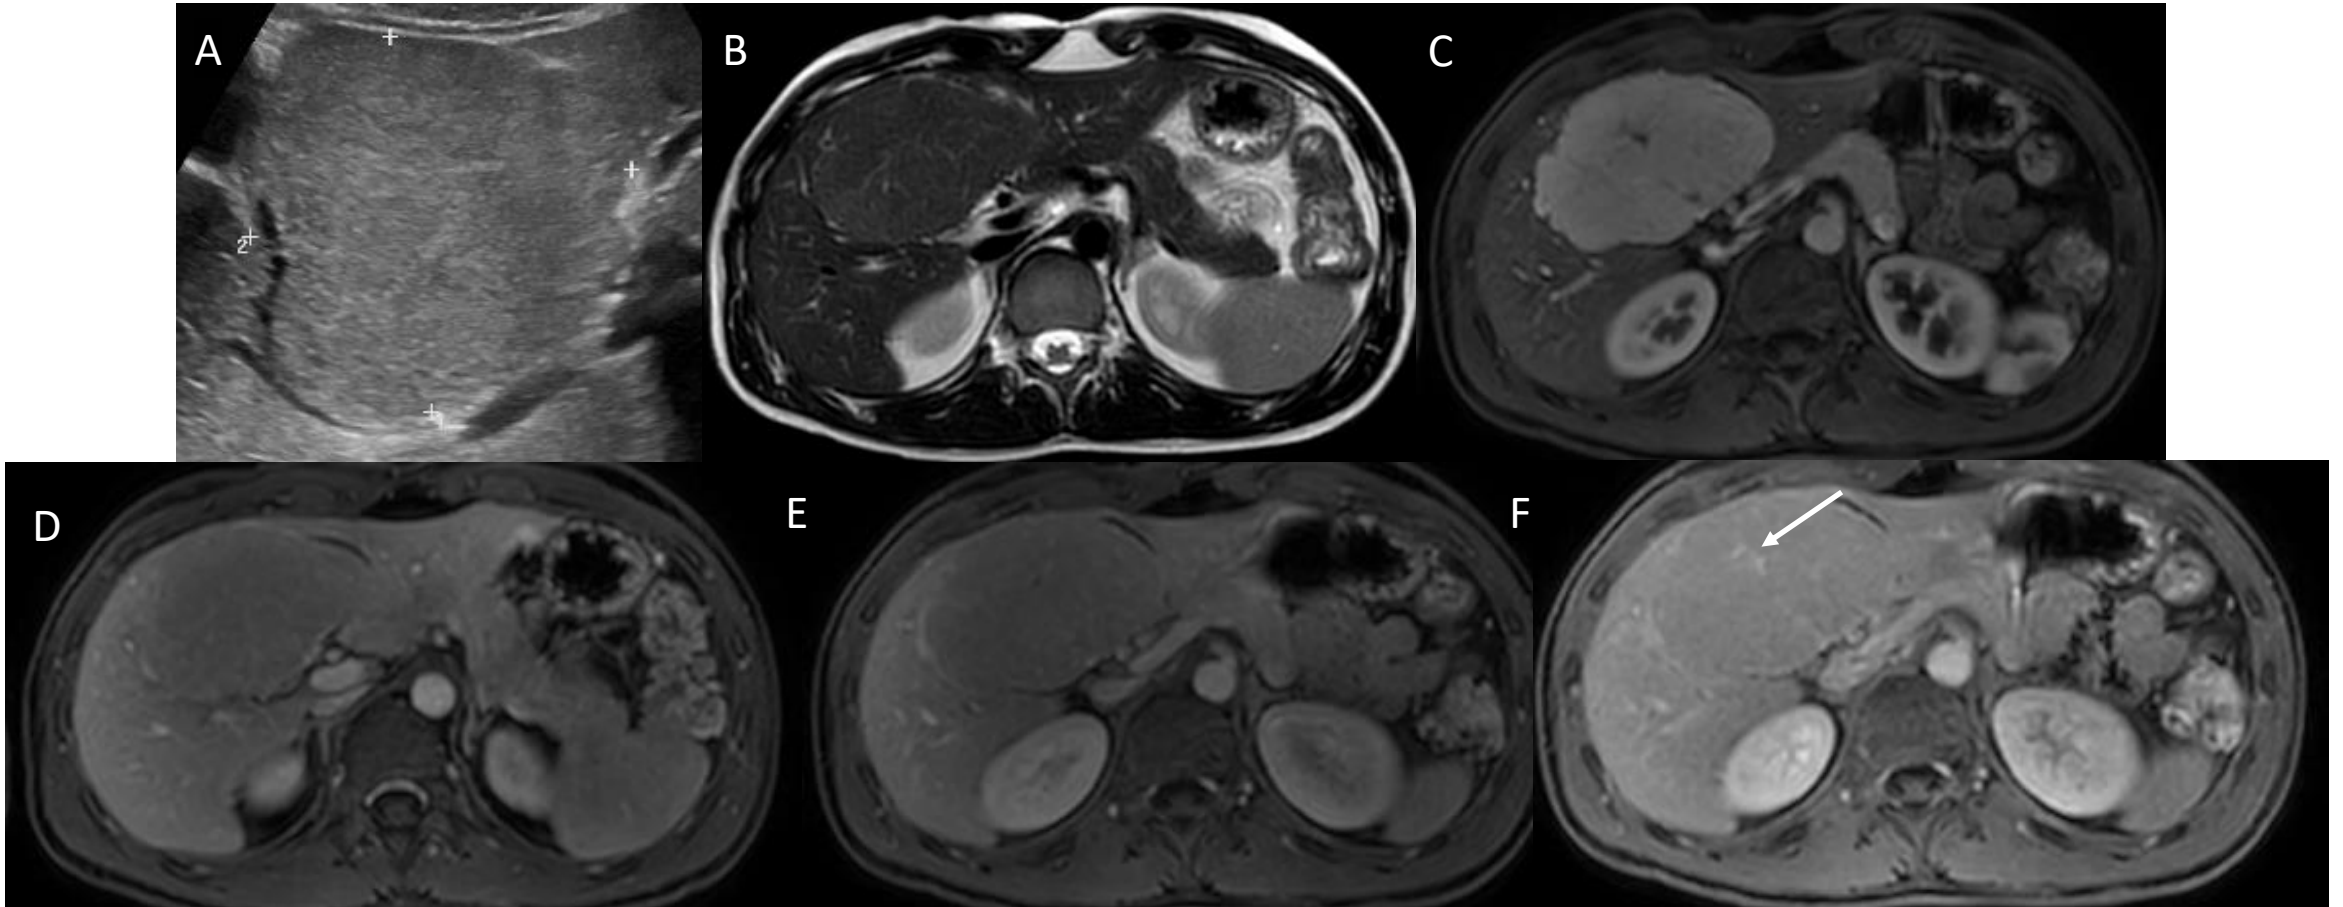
A: Ecografía hepática. Lesión isoecoica en segmentos V-Va/b-VIII. B: RM de hígado con contraste en secuencia T2. Lesión isointensa. C, D, E y F: RM de hígado con contraste en secuencia T1, fases arterial, portal, equilibrio y tardía. Realce intenso en fase arterial, volviéndose isointensa en el resto de fases, sin mostrar lavado y con cicatriz central que muestra realce tardío (flecha). Hallazgos en relación con hiperplasia nodular focal.
